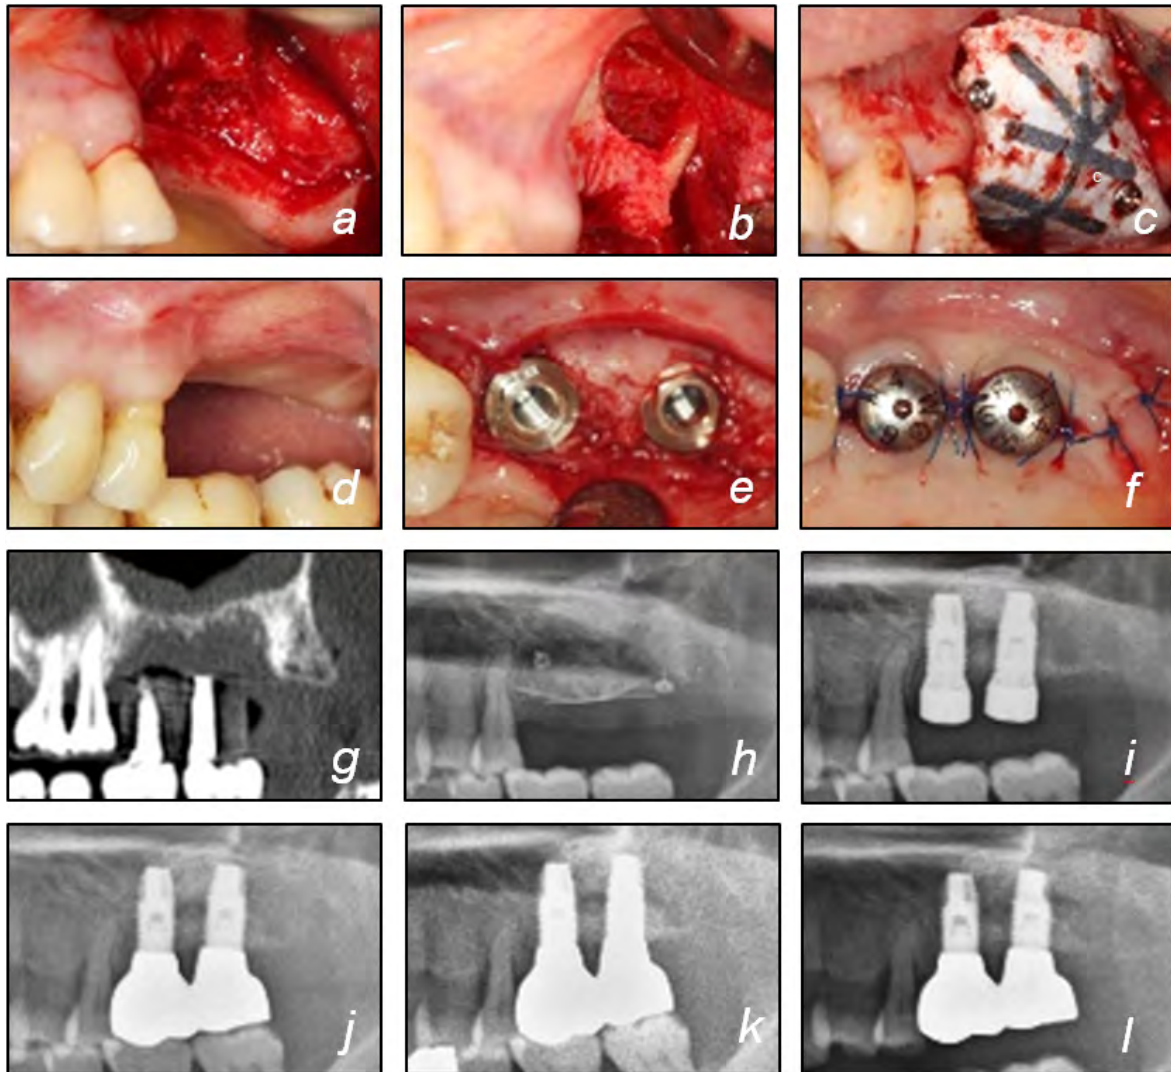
Case 1. Clinical view of (a) pre-operation, (b, c) vertical augmentation, (d~f) post-operation 8 months and implant installation. Radiographic view of (g) post-extraction, (h) post-augmentation, (i) post-implant installation, (j) post-operation 4 years, (k) post-operation 5 years, (l) post-operation 9 years.
